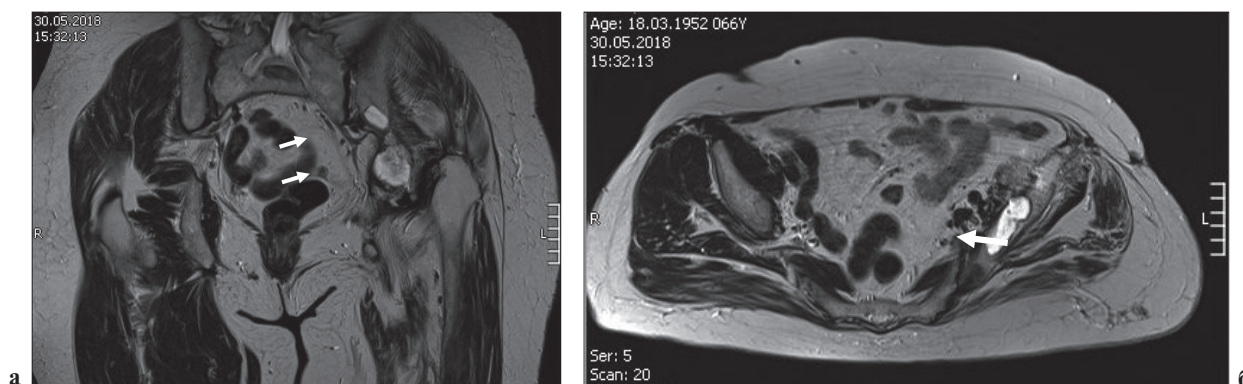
МРТ таза: а) прямая проекция; б) аксиальная проекция (стрелками указан отсев опухоли в теле седалищной и подвздошной кости)
